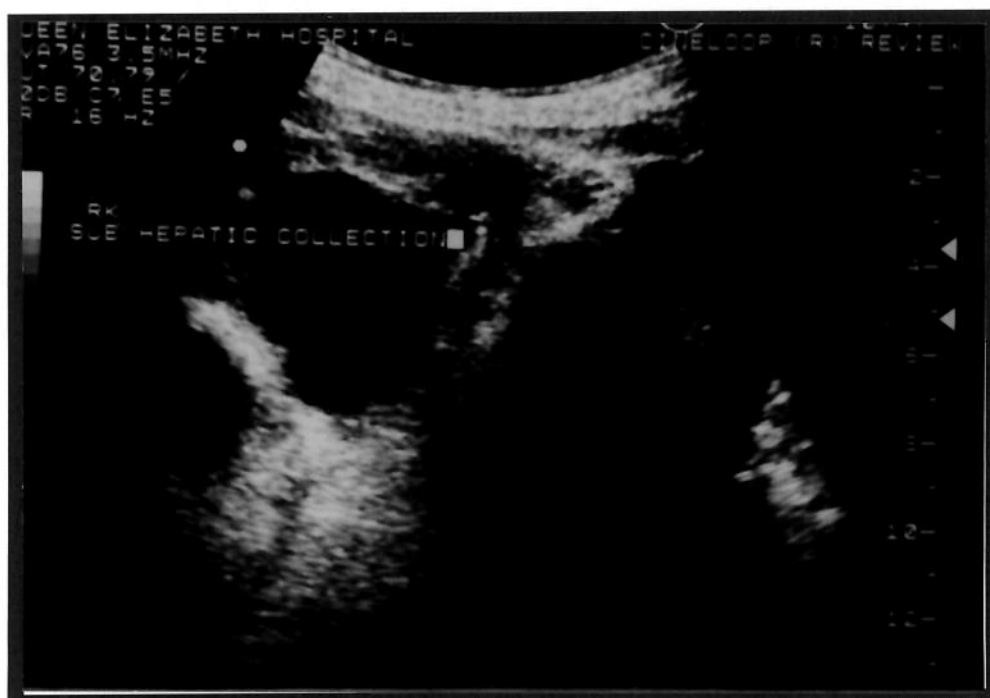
Ultrassonografia abdominal demonstrando coleção sub-hepática.
